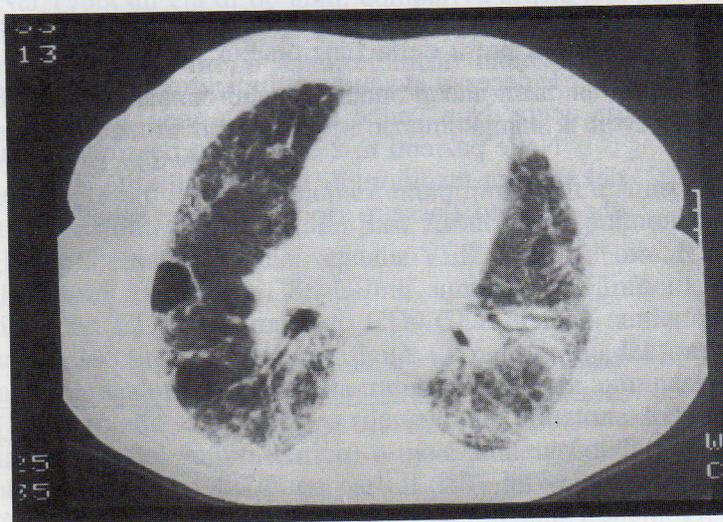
Tomografia assiale computerizzata (paziente n. 3). Scansione ottenuta a livello dei campi polmonari medio-inferiori che dimostra marcata fibrosi polmonare bilaterale con aspetto «ad alveare». Presenza di lesioni simil-cistiche a livello sub-pleurico.
